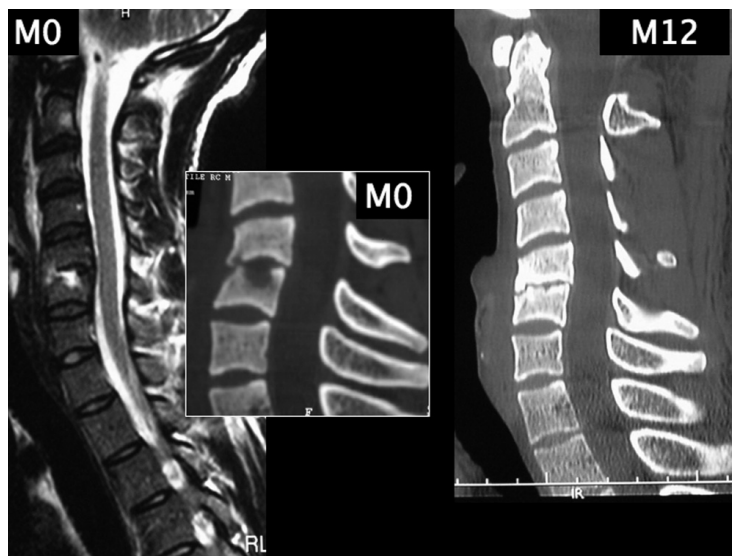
Spondylodiscite C5-C6 à pyogène avec IRM et scanner à M0 et scanner de contrôle à M12 après guérison. Evolution avec pincement discal et sclérose des plateaux vertébraux.
